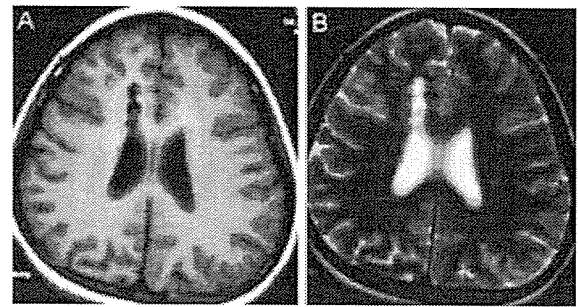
Case 2. Magnetic resonance imaging scans (A, T1-weighted scan; B, T2-weighted scan), showing cerebral infarction in the right frontal region.
